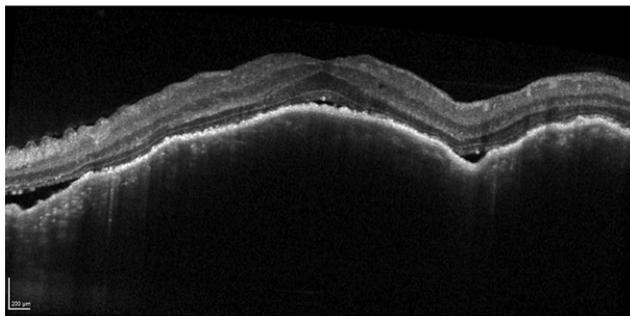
Imagem de tomografia de coerência óptica macular com ondulação da linha de base e possível lesão infiltrativa da coroideia, de doente com suspeita de linfoma no qual não se confirmou o diagnóstico;
